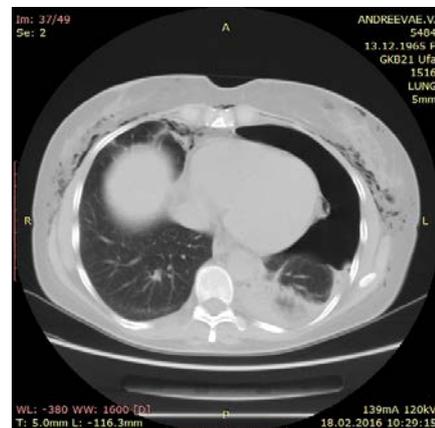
Больная А., 50 лет. Компьютерная томография органов грудной клетки. Наблюдаются признаки эмфиземы плевральной полости слева
